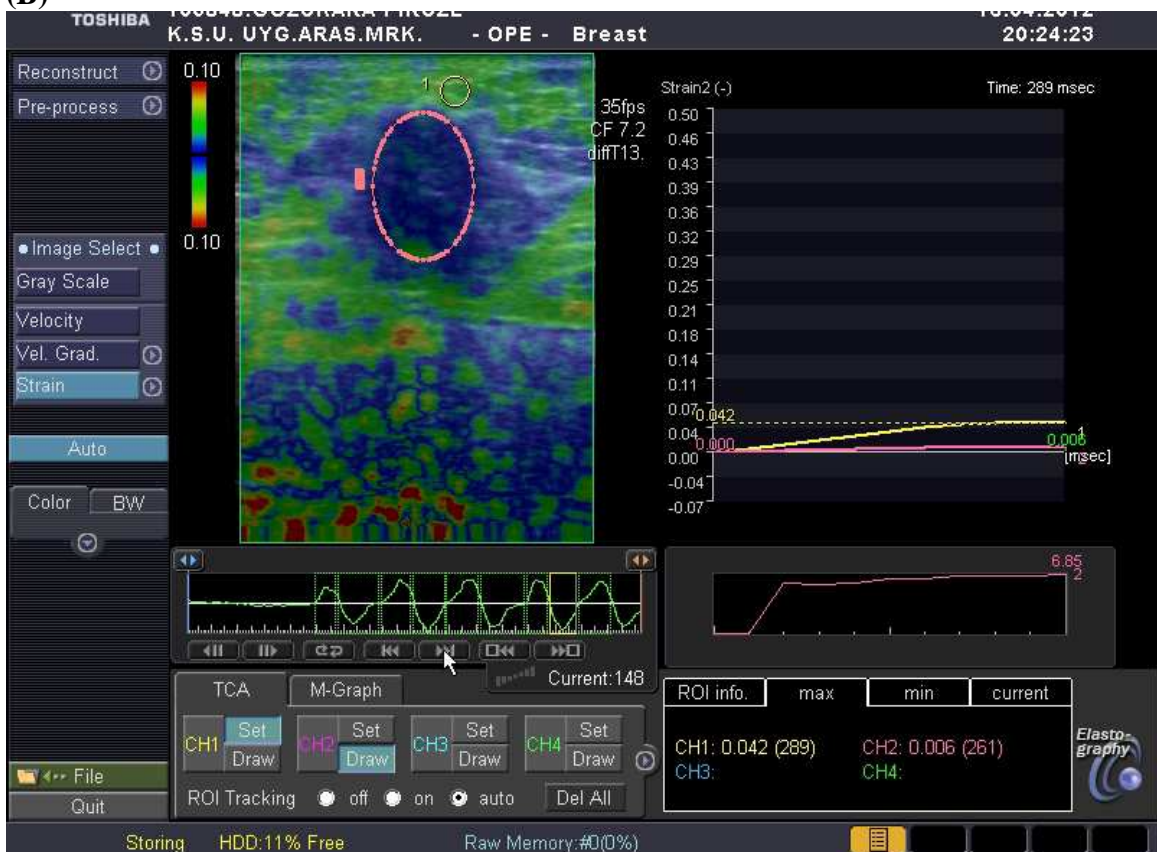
26 yaşında bir hastada fibroadenom tanılı bir lezyonun B-mod sonogram (A) ve sonoelastogram (B,C,D,E) görüntüleri. Cilt altı yağlı doku/lezyon ortalaması gerinim oranı: 1,72 (B), lezyon düzeyi yağlı doku/lezyon ortalaması gerinim oranı: 1,47 (C), cilt altı yağlı doku/lezyonun en sert yeri gerinim oranı: 2,46 (D), lezyon düzeyi yağlı doku/lezyonun en sert yeri gerinim oranı: 2,23 (E).
